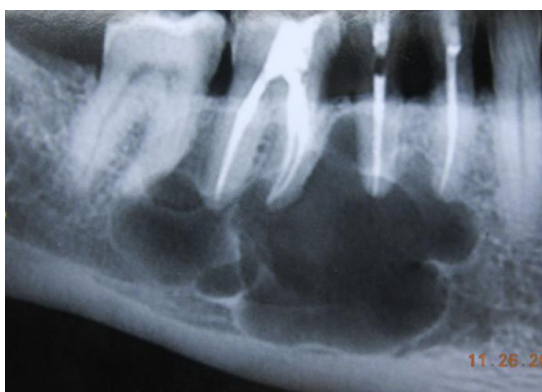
Radiographie rétro-alvéolaire d'une tumeur odontogénique kératokystique étendue de la première prémolaire à la seconde molaire mandibulaire droite permanente (n° 44 à 47) (32)
